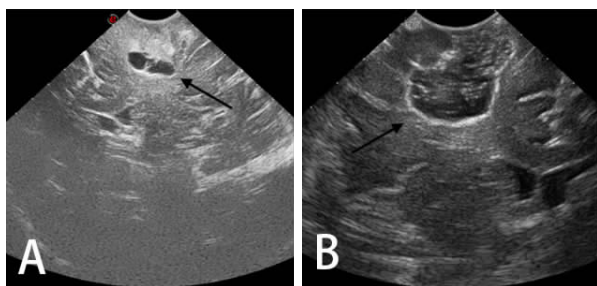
1 例额顶部间变型少突胶质细胞瘤患者术中超声图
